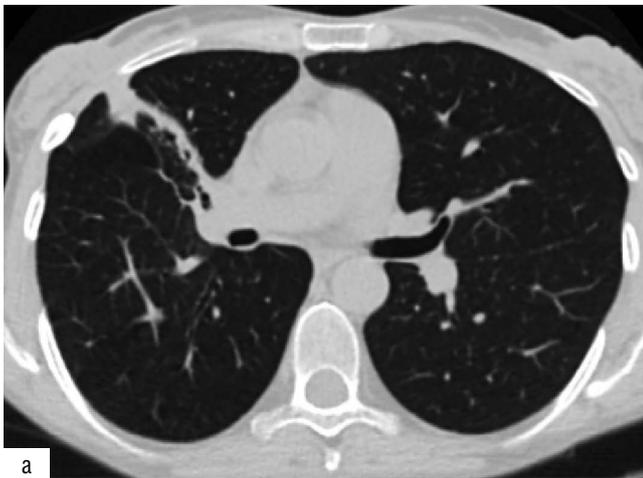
КТ органов грудной клетки (август 2020 г., через 18 месяцев после начала лечения РТМ). На аксиальном (а) и сагиттальном (б) срезах видна дальнейшая положительная динамика с уменьшением размера участка фиброза в правом легком
